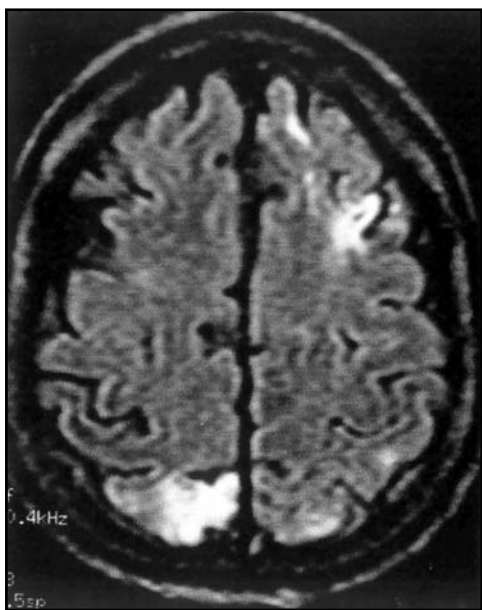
RM do encéfalo corte axial FLAIR mostrando áreas sugestivas de infartos isquêmicos.
